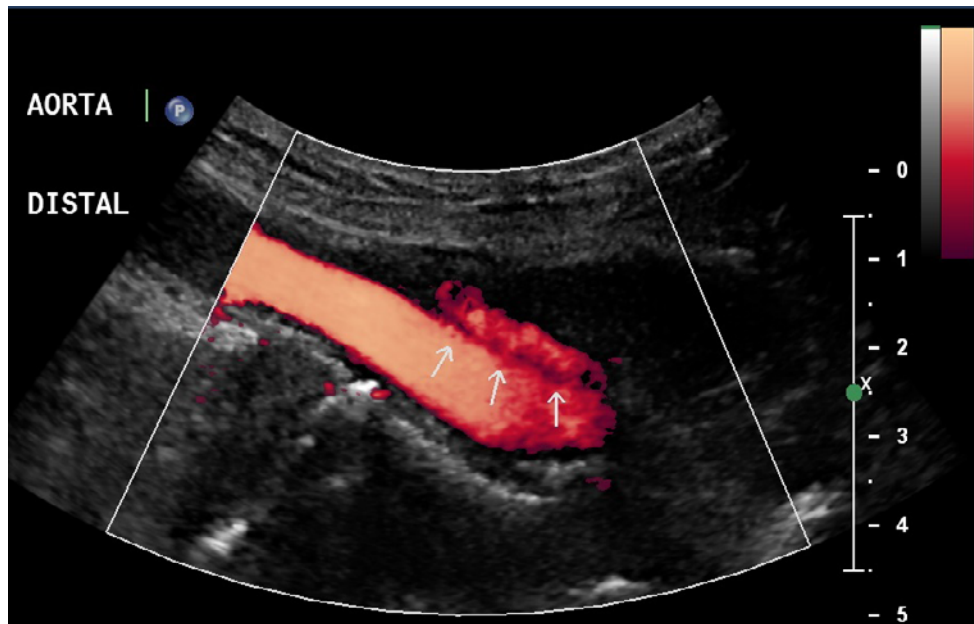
Doppler de amplitude da porção distal da aorta (eixo longitudinal)
